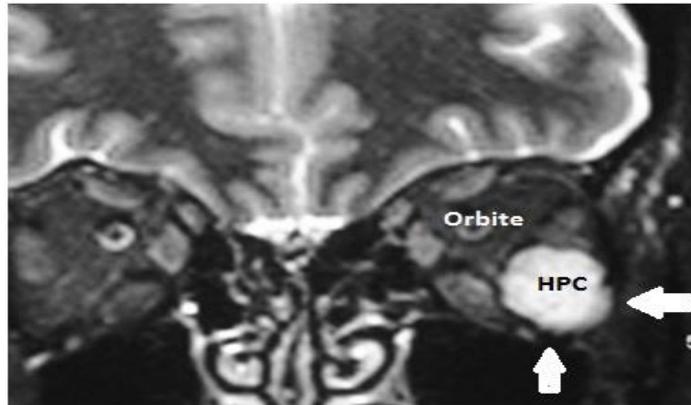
IRM, coupe coronale. Hémangiopéricytomes(HPC).
